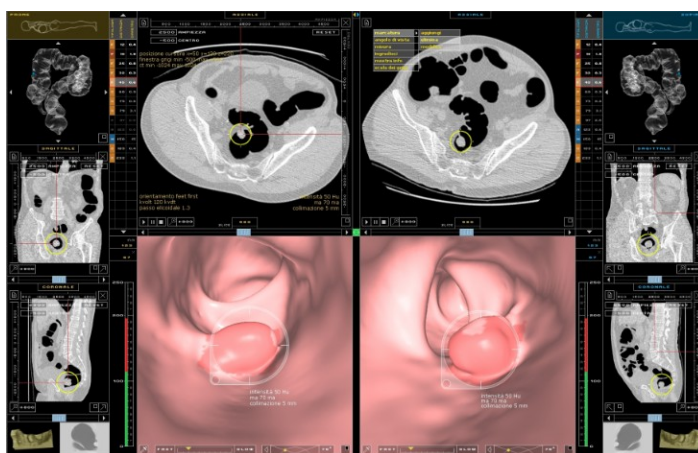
immagini alla colon-TC di lesione neoplastica colica
